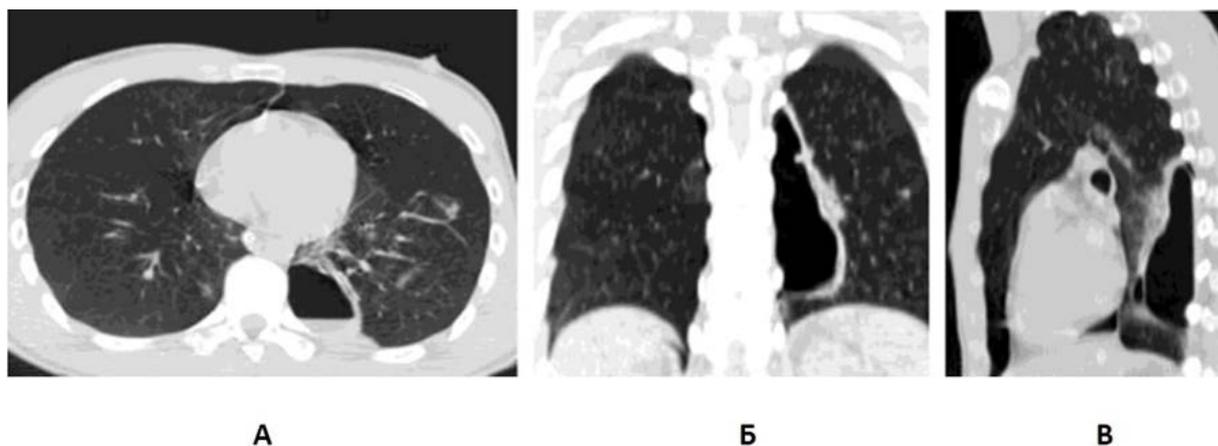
Ушиб легких (А), разрыв нижней доли левого легкого с формированием пневматоцеле, ограниченного пневмоторакса слева на прямой (Б) и боковой (В) проекции при компьютерной томографии
